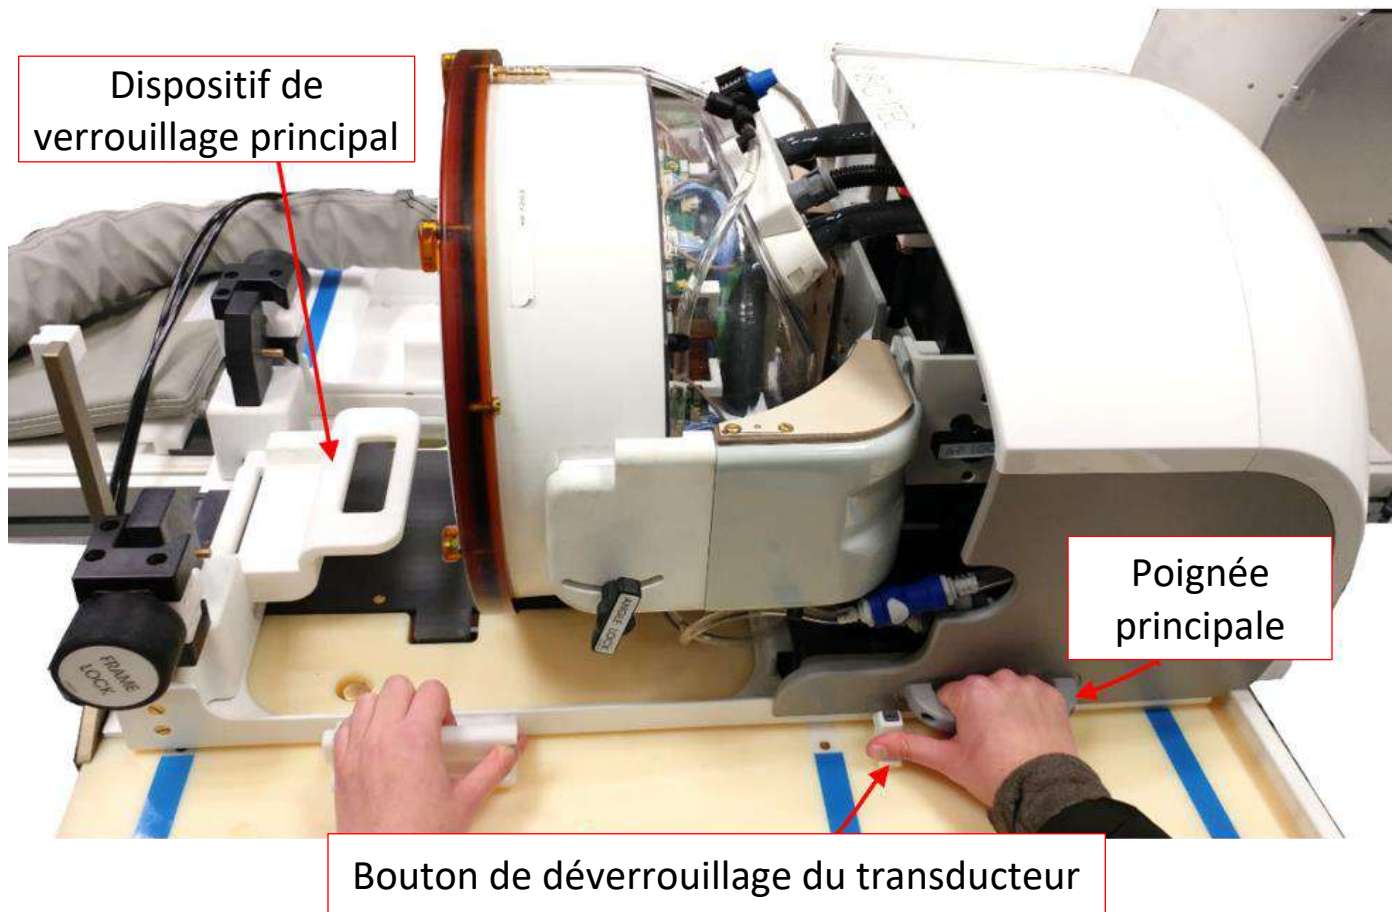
Transfert du système de casque (HS) sur la table d'IRM
